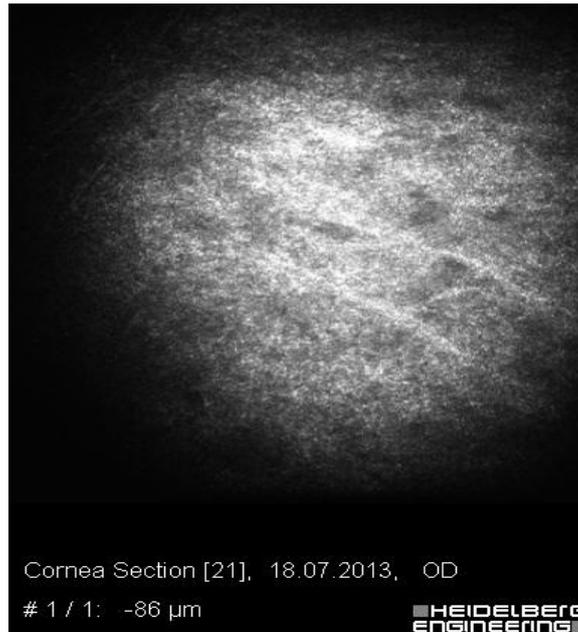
Пациент Б., 47 лет, конфокальная томография. ФП через 7 месяцев после антиглаукоматозной операции. Нефункционирующая ФП. Плотная субэпителиальная ткань
